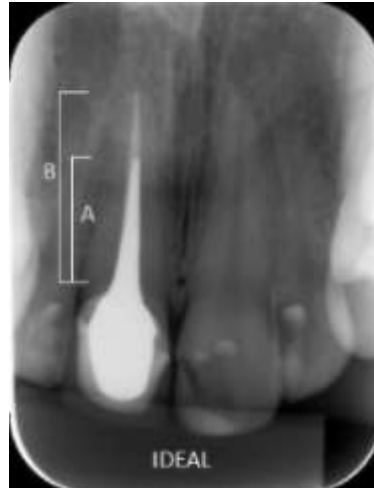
Selamento apical ideal em radiografia periapical.
